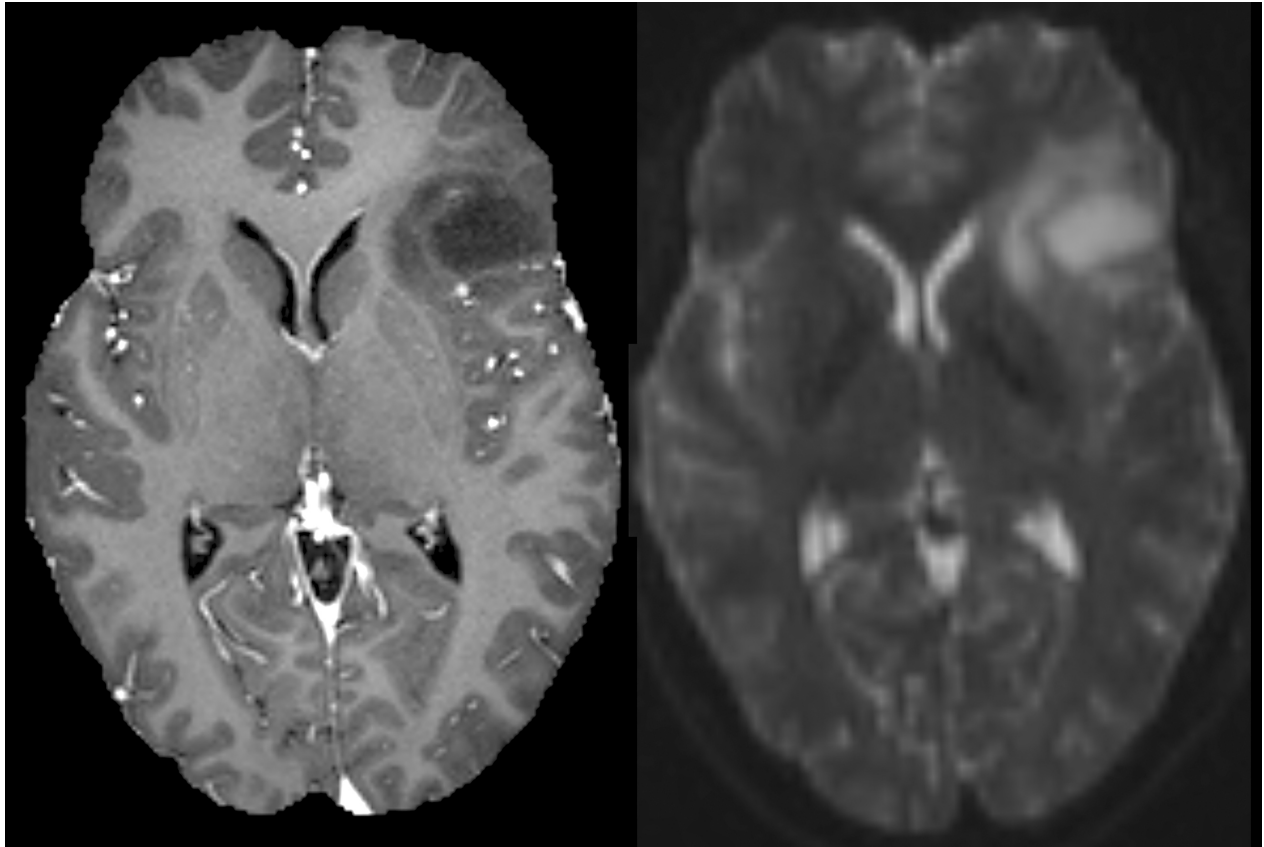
Vergleich von T1 MPRAGE MRT und diffusionsgewichtetem MRT. Eigene Darstellung, 2019.
